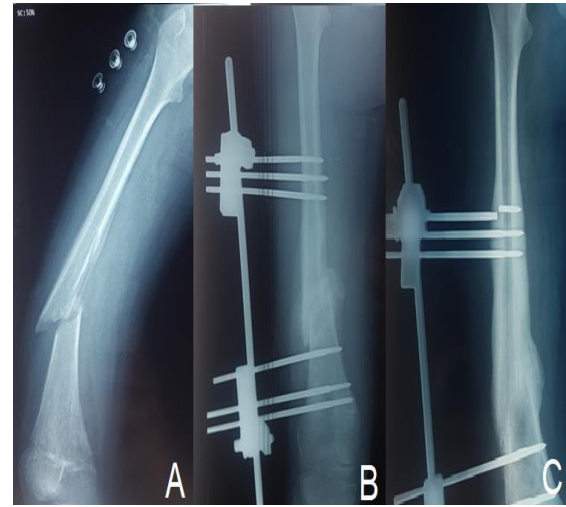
A- radiographie chez un enfant suivi pour OMC montrant une fracture diaphysaire du fémur(A). B- fracture traitée par fixateur externe. C- radiographie à 3 mois montrant une consolidation de la fracture.
